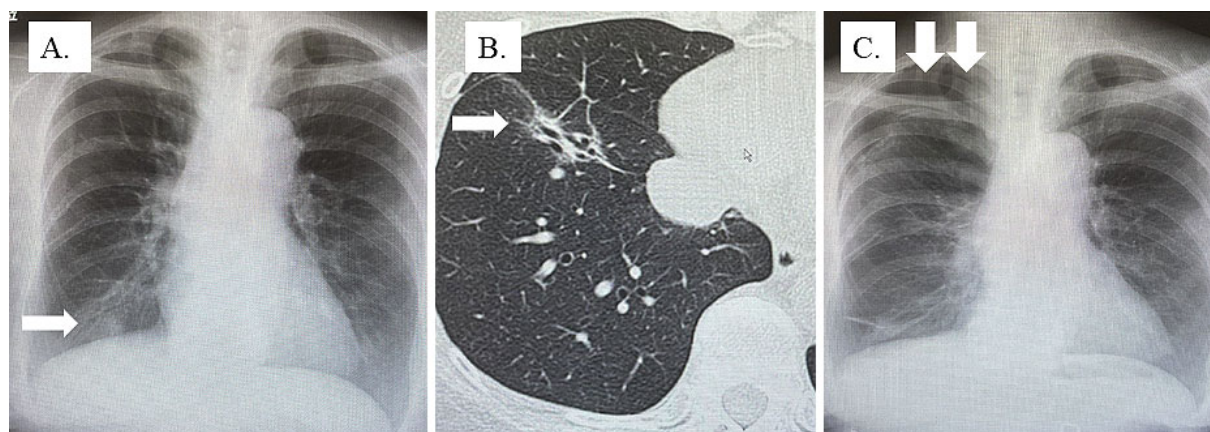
A, B. Chest X-ray and computed tomography images showed abnormal shadows in the right lower lobe. The longest diameter in the pulmonary nodule was 21 mm. C. Pneumothorax was detected in the right lung after the transbronchial biopsy.
